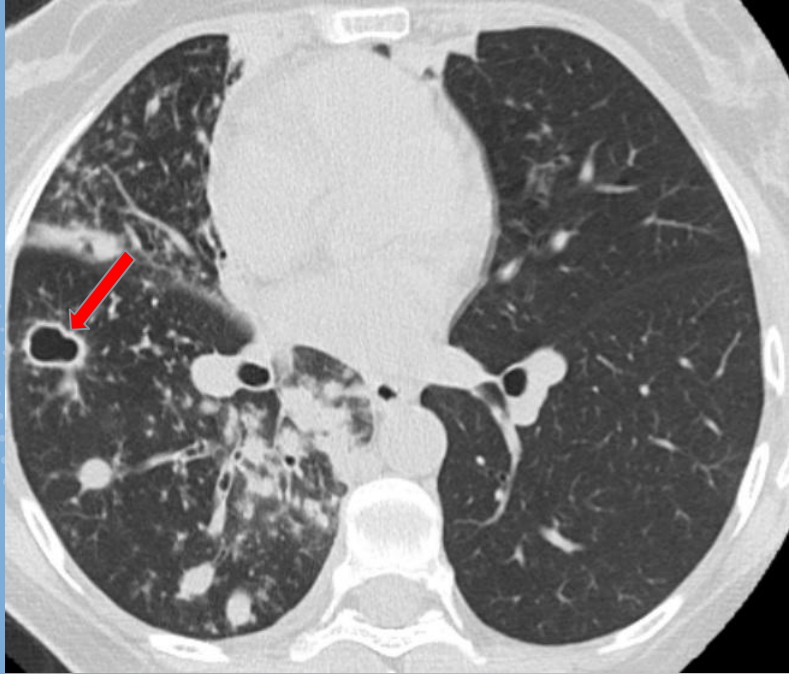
Tuberculosis. Tomografía de tórax ventana parenquimatosa: múltiples imágenes nodulares, algunas en árbol en brote y una cavitada (flecha roja).
